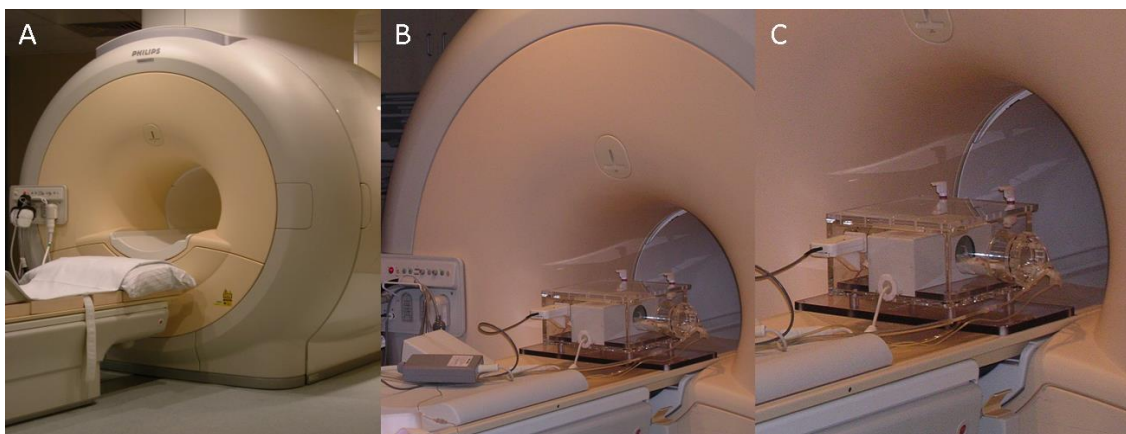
Darstellung des 3T MR-Tomographen. A Foto des Philips Achieva 3T MR-Tomographen von der Seite. B und C Foto der Kleintierspule mit Gasnarkosebox auf der Patientenliege des MR-Tomographens in unterschiedlichen Vergrößerungen. Eigene Abbildung.
